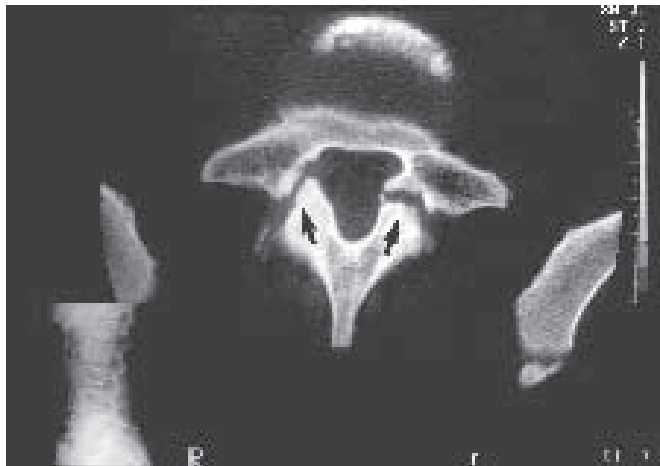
Tomografia axial computadorizada de futebolista com 17 anos e lombalgia. Corte paralelo ao istmo de L5, mostrando espondilólise bilateral.
